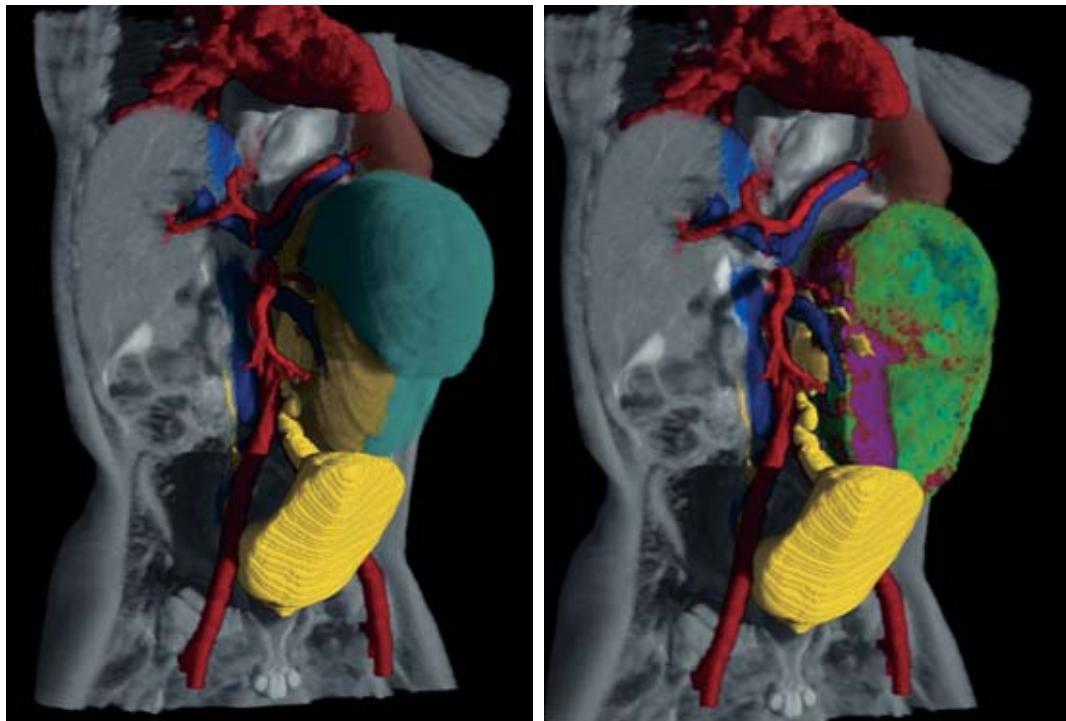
3D-Visualisierung des Bauchraumes in der MRT. Darstellung eines Wilms Tumors (türkis) in schräger Ansicht (linkes Bild). Bei schichtweiser Eröffnung des Tumors (rechtes Bild) kann die Perfusion des Tumors mit Farben dargestellt werden (Restriene rotviolett = hohe Durchblutung, vitaler Tumor grün = mäßige Durchblutung, fehlende Perfusion blau = keine Durchblutung). Untere Hohlvene blau, Baucharterien und Herz rot und Harntrakt gelb dargestellt.
